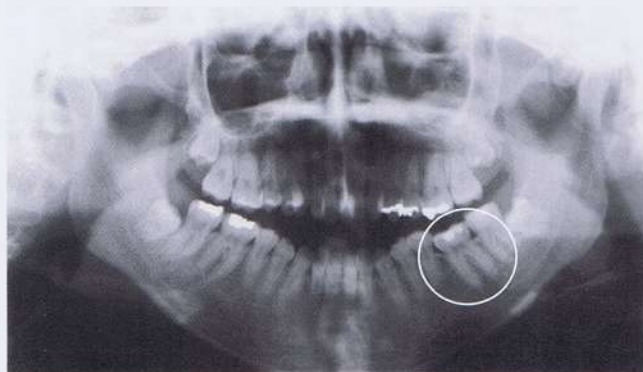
Radiografía panorámica en el examen inicial. Se sospecha que el primer molar inferior izquierdo (circulado) está anquilosado.
